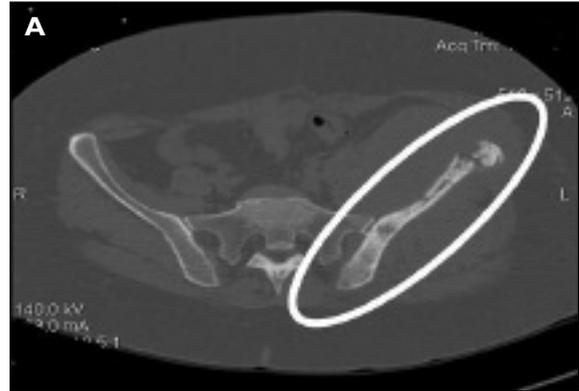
A. TAC da bacia (janela óssea) revela extensas alterações das densidade e mineralização ósseas de toda a hemibacia esquerda (osso íliaco, ísquion e púbis), com áreas líticas alternando com áreas osteocondensantes, fragmentação da vertente anterior e superior da asa ilíaca e reação peri-osteal difusa da asa do íliaco de aspecto «esfumado». B. Em janela de tecidos moles a TAC da bacia mostra extensa lesão de tecidos moles relativamente homogênea, quer da vertente anterior, quer posterior do íliaco e que se estende sensivelmente desde o plano superior da asa do íliaco até aos músculos obturadores homolaterais na fossa isquio-rectal; massa exhibe captação do produto de contraste e apresenta contornos relativamente bem definidos, sem plano de clivagem; adenomegalias na cadeia ilíaca interna homolateral.
